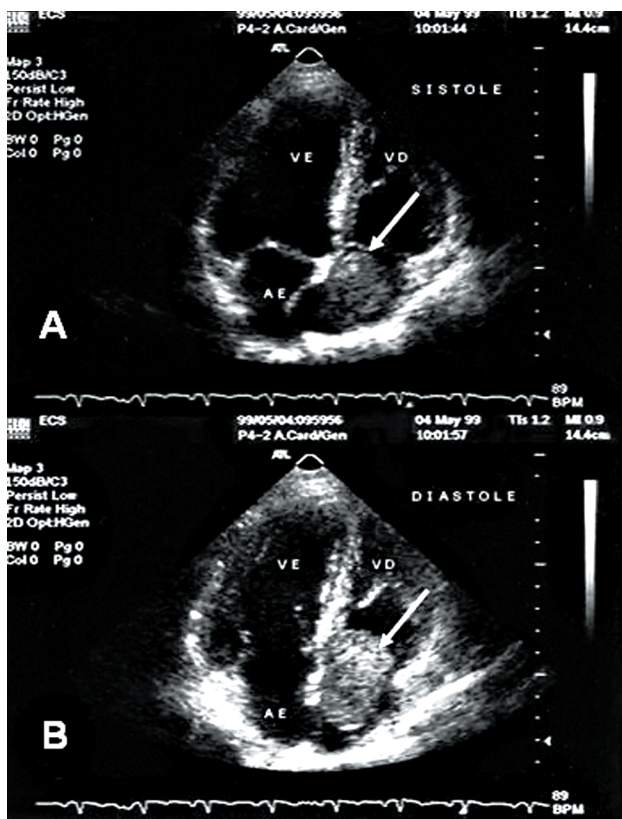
Ecocardiograma bidimensional com corte apical de quatro câmaras em sistole (A) mostrando massa heterogênea de bordos irregulares (seta) em átrio direito prolapsando para o ventrículo direito na diástole. (B) (Foto cedida pelo Serviço de Ecocardiografia do InCor HCFMUSP.)
